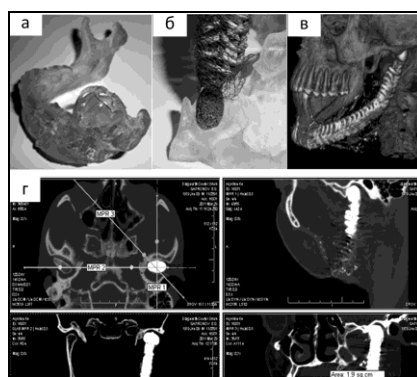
Височно-нижнечелюстной сустав пациента Сф-ва через 1 и 6 лет после реконструкции. а – пластиковый прототип нижней челюсти с опухолью; б – сопоставление головки эндопротеза с размерами суставной ямки пластикового прототипа; в – 3D визуализация реконструированной челюсти через 1 год; г – мультиспиральная компьютерная томография суставов через 6 лет после операции. Состоятельность реконструкции височно-нижнечелюстного сустава во все периоды наблюдений оптимальна
